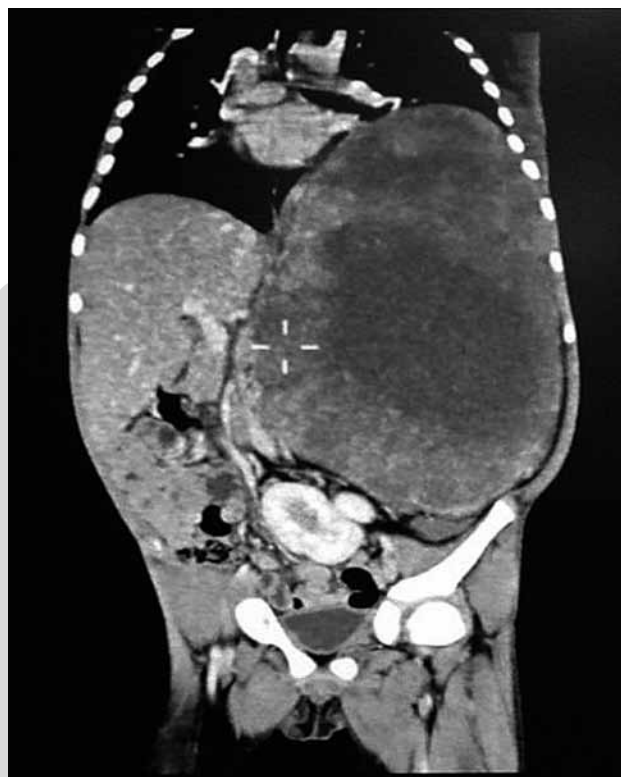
TAC que muestra la tumoración retroperitoneal con densidades heterogéneas.
